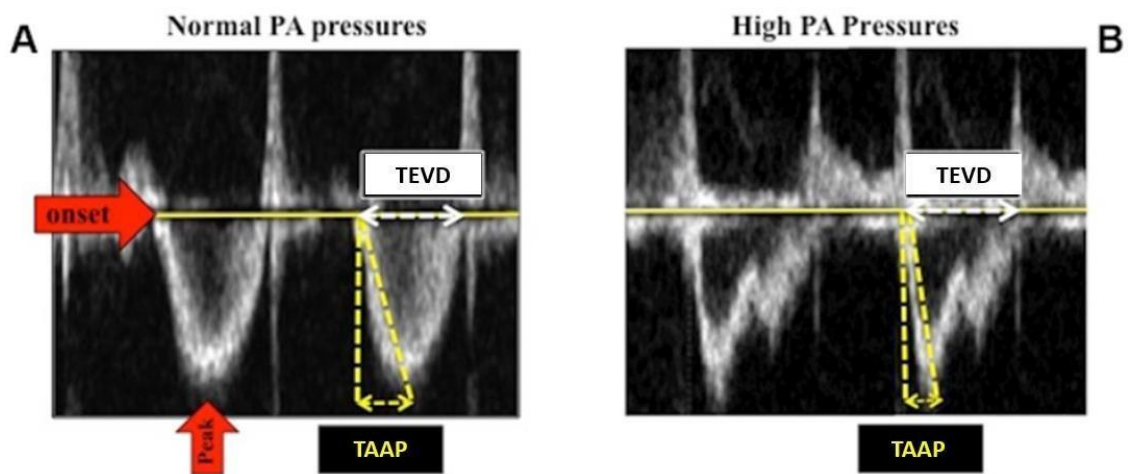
Imagen ecocardiográfica del flujo pulmonar con Doppler pulsado. Se puede visualizar como en situaciones de presión pulmonar elevada (imagen B), el tiempo de aceleración del flujo en la arteria pulmonar (TAAP) disminuye respecto al tiempo de eyección (TEVD).
